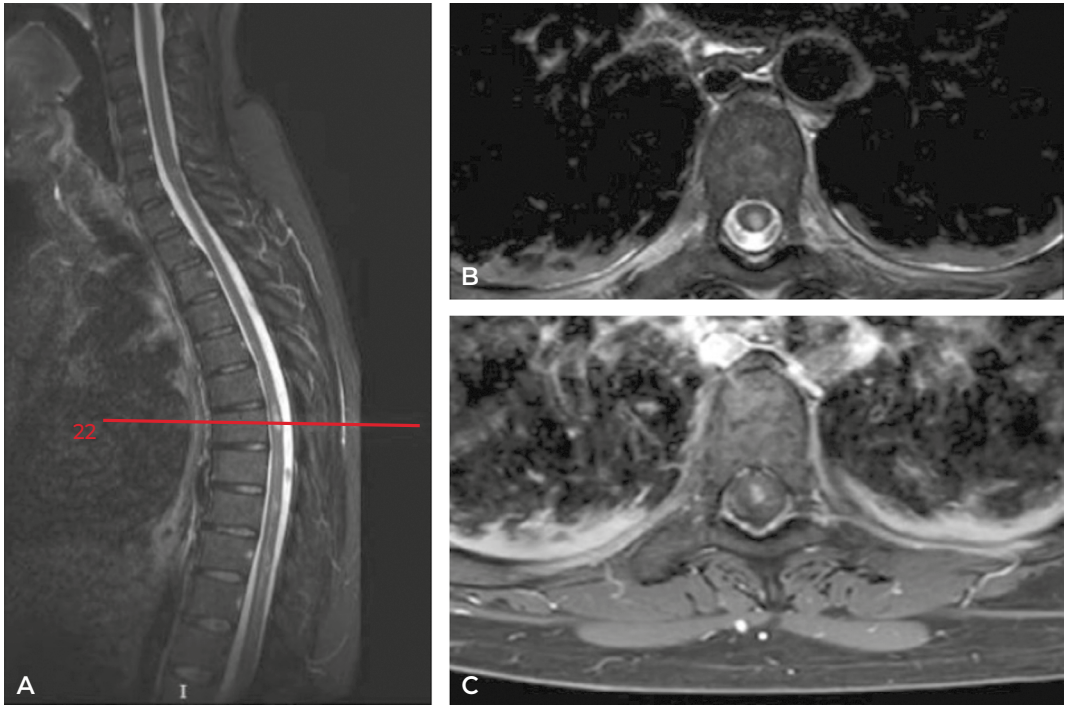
RM de columna completa. Se observan secuencias T2 y STIR con múltiples focos de mielopatía longitudinalmente no extensa, de predominio centromedular posterior.
